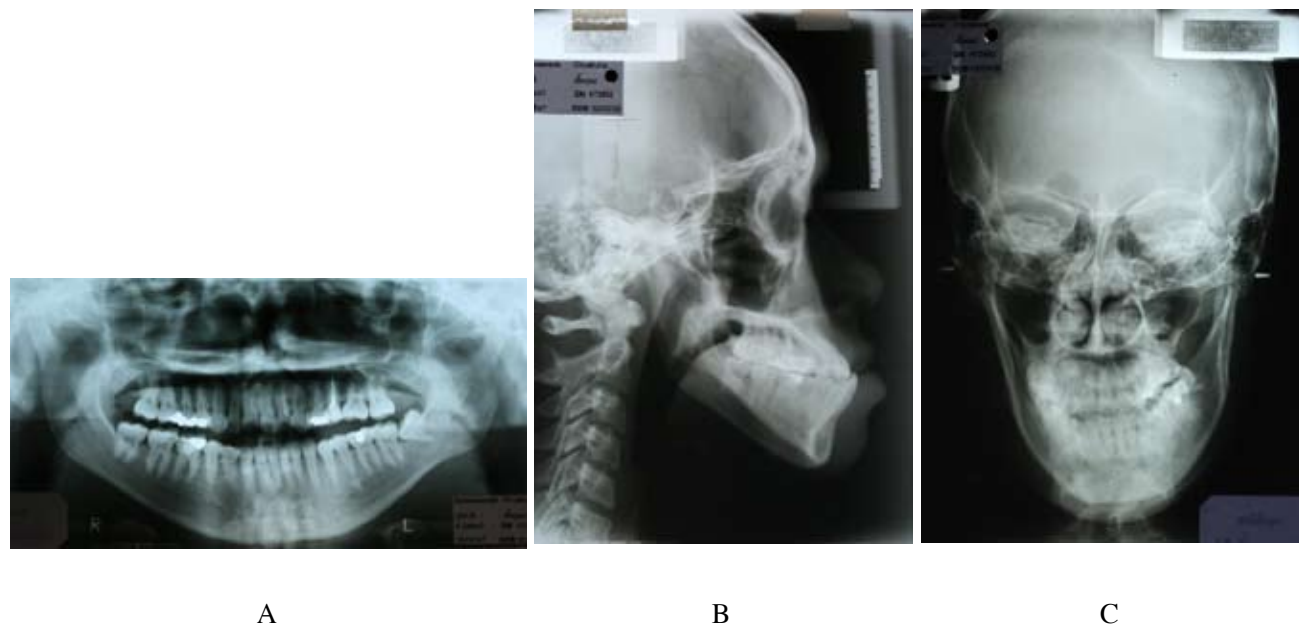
(A) Pre-treatment orthopantomogram, (B) Pre-treatment lateral cephalogram, (C) Pre-treatment postero-anterior cephalogram
